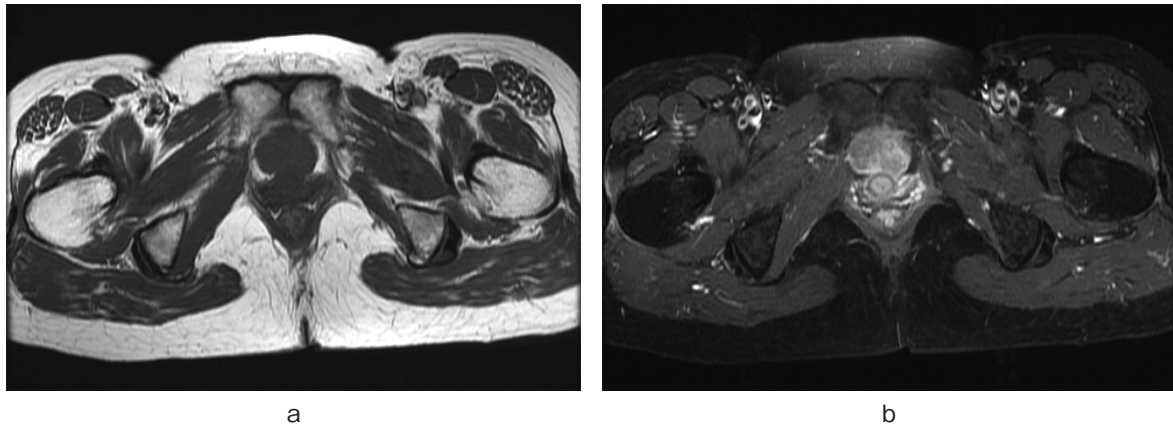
Horizontal MRI shows an oval solid tumor in the retropubic space (a: T1-weighted image, b: T2-weighted image).
